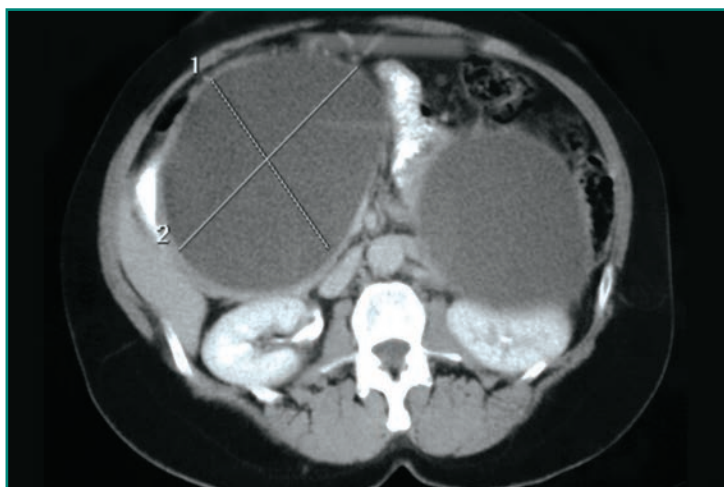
TC en la que se observan dos pseudoquistes pancreáticos grandes.
